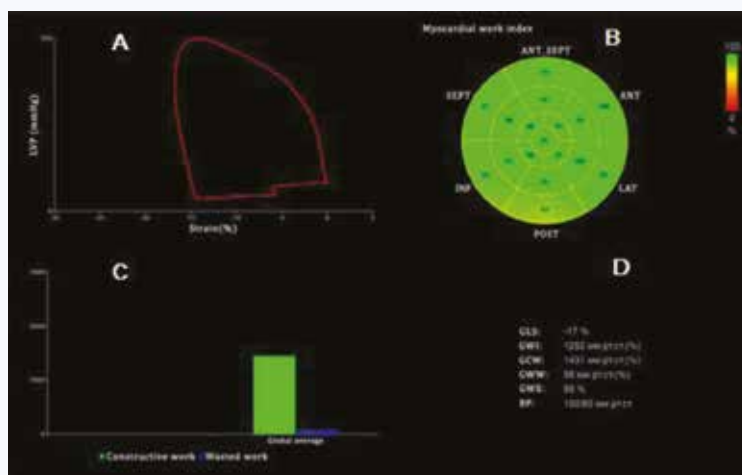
Параметры работы миокарда методом 2D эхокардиографии в интерфейсе Echopack у пациента Р., перенесшего инфаркт миокарда
